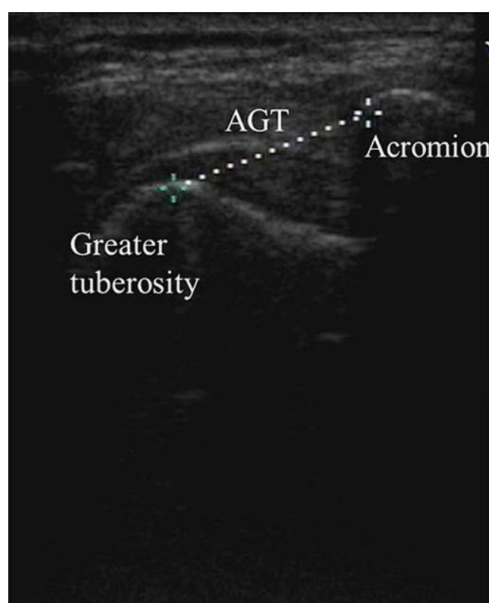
Immagine ecografica di sublussazione gleno-omeroale in paziente post-ictus. Misurazione della distanza acromion-gran tuberosità (AGT): si osserva l'aumento della distanza AGT nel lato affetto rispetto al lato sano, indicativo di sublussazione inferiore. Da: Xie H, Zhang Q, Zhan J, et al. The relationship between the ratio of the supraspinatus muscle thickness measured by ultrasound imaging and glenohumeral subluxation in stroke patients: a cross-sectional study. *Front Neurol*.
